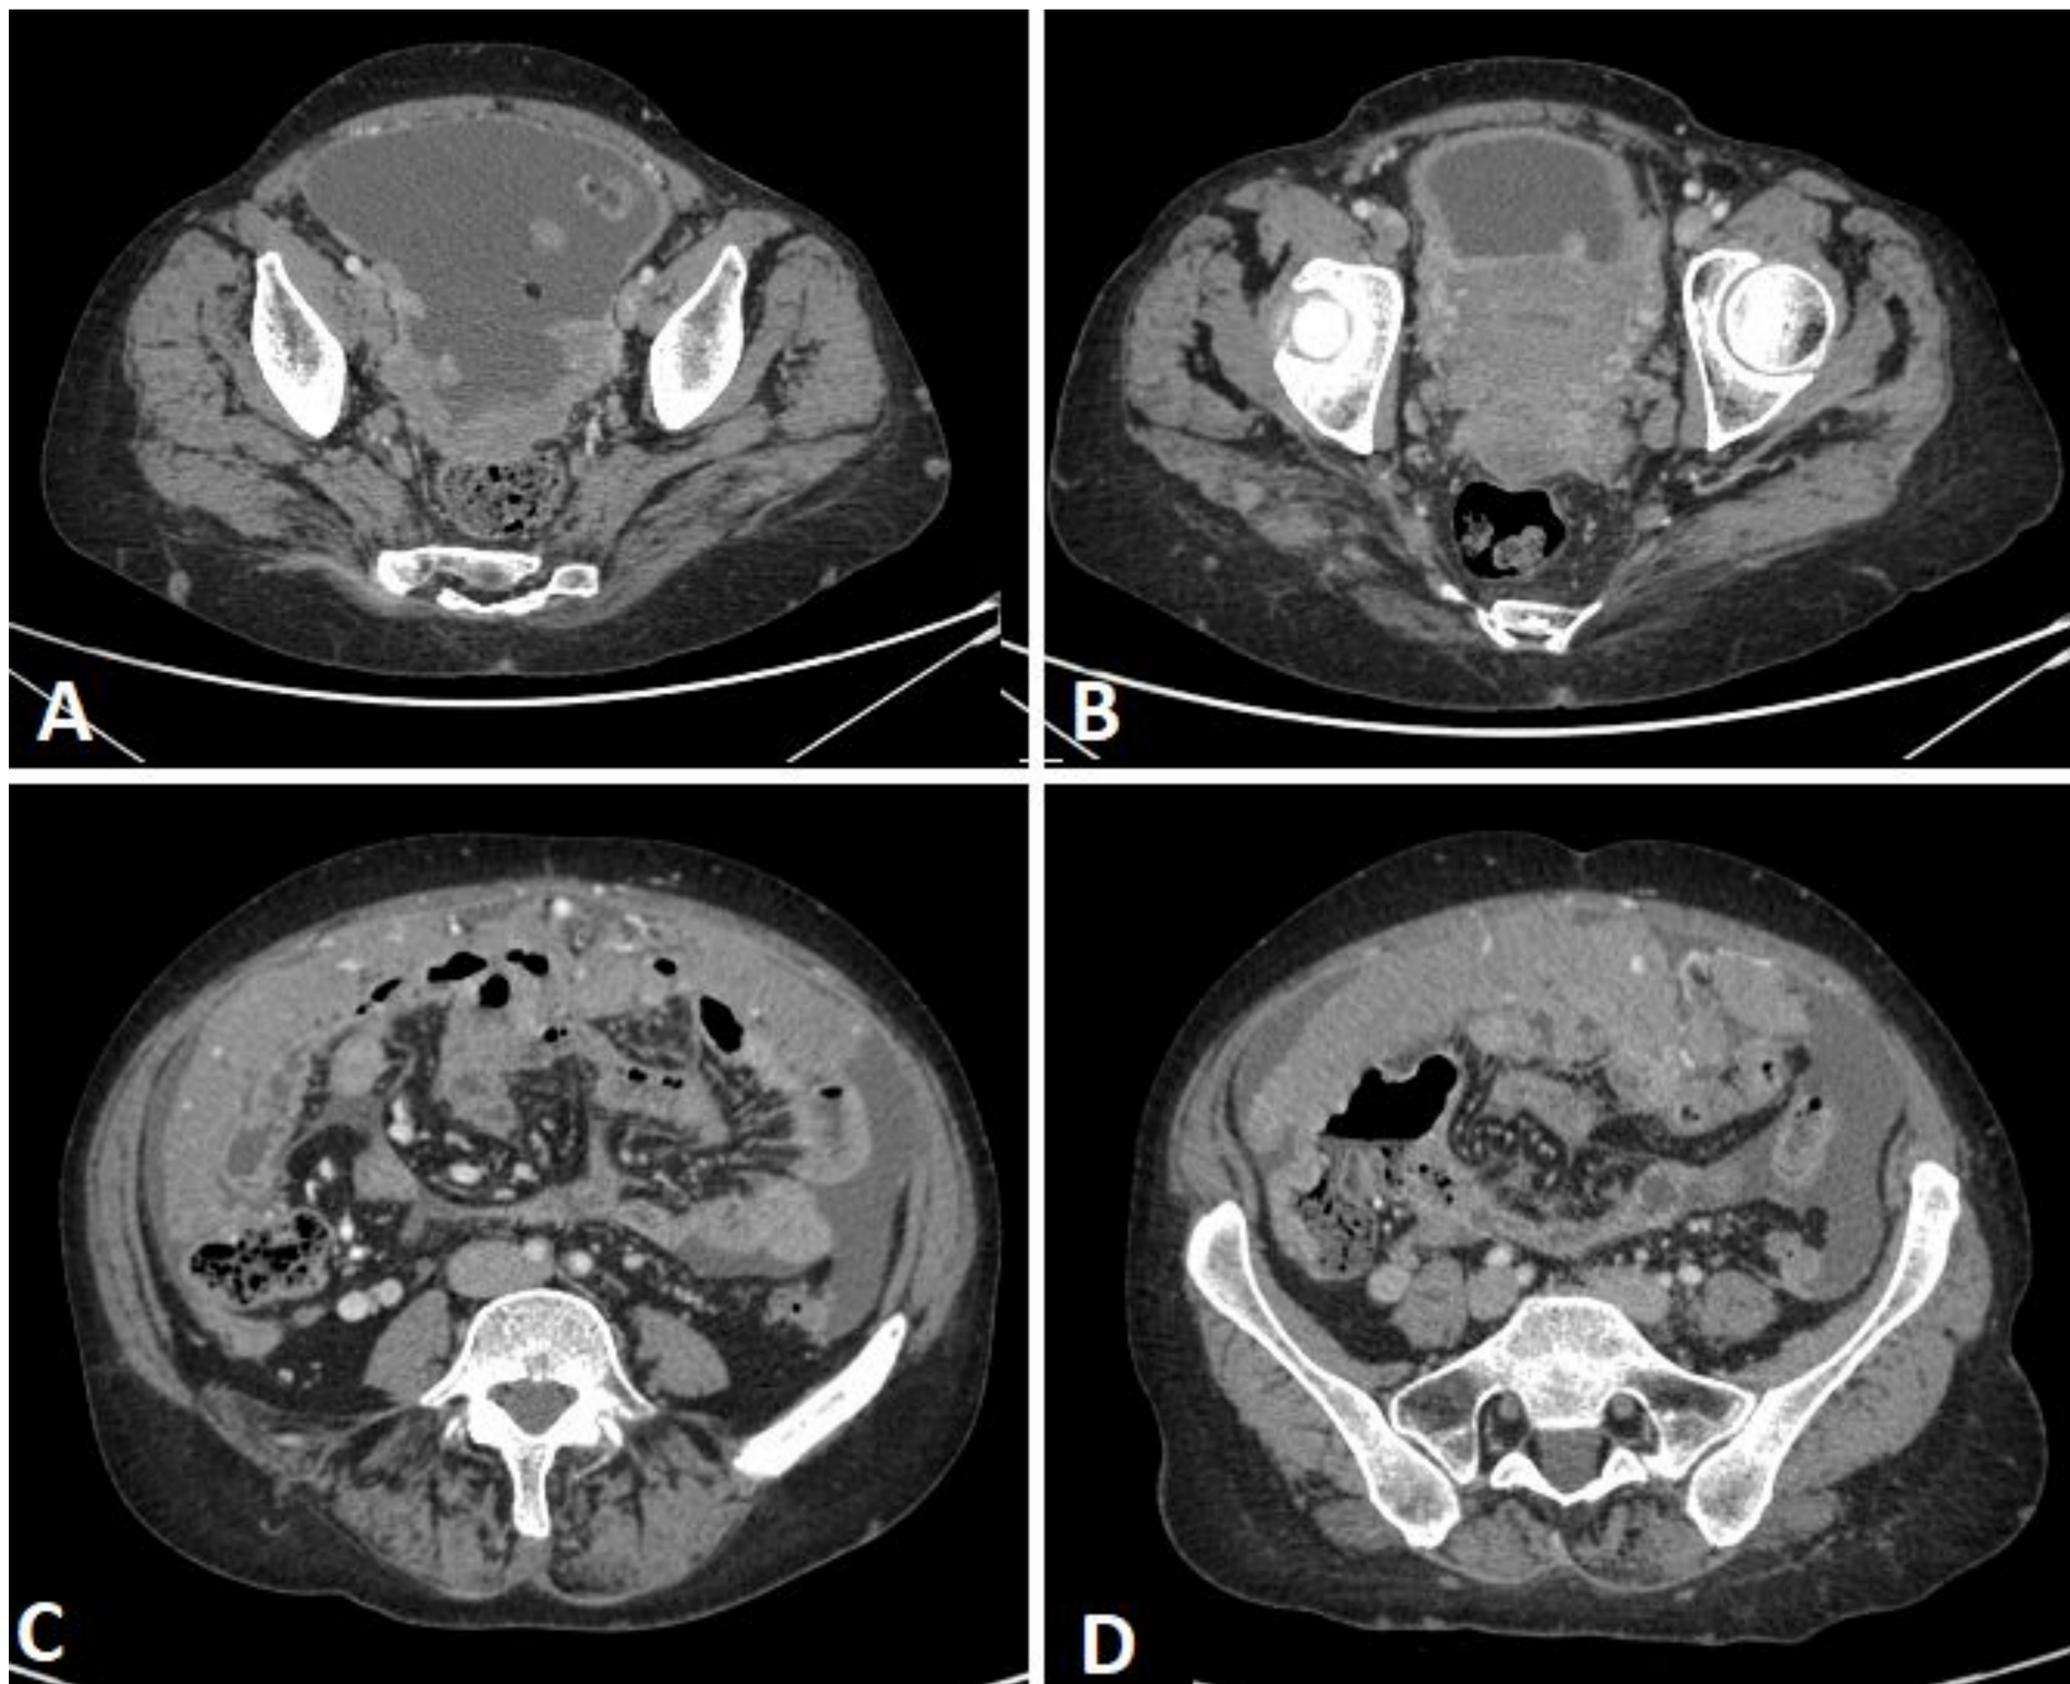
Carcinomatosis peritoneal con tumor primario desconocido. A y B) TC de abdomen y pelvis con contraste I.V. en planos axiales. Engrosamiento nodular del peritoneo pélvico, hiperdenso compatible con carcinomatosis peritoneal. C y D) Marcado engrosamiento difuso de la grasa omental (omental cake).
